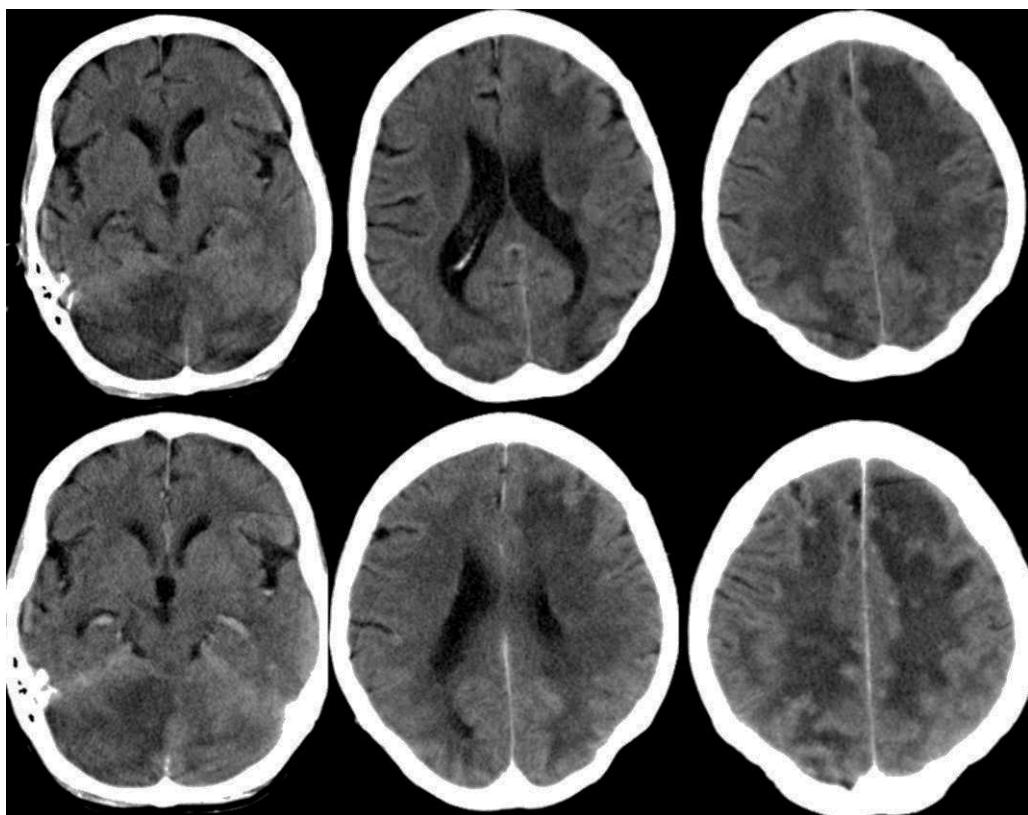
TC sin (fila superior) y con (fila inferior) contraste intravenoso (CIV). Se observa una extensa afectación supra e infratentorial con áreas de hipodensidad marcada en hemisferios cerebelosos, más el derecho, lóbulos occitales, sustancia blanca paraventricular y centros semiovales. Se visualizan además pequeños focos densos con discreto realce en estudio con CIV localizados en centros semiovales, pudiendo reflejar hemorragias petequiales. Área hipodensa en región talámica izquierda, probable área de infarto.
